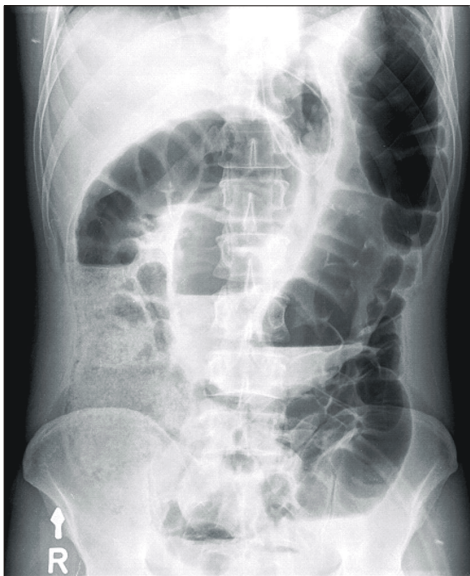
Initial simple X-ray of a patient with malignant colonic obstruction.
